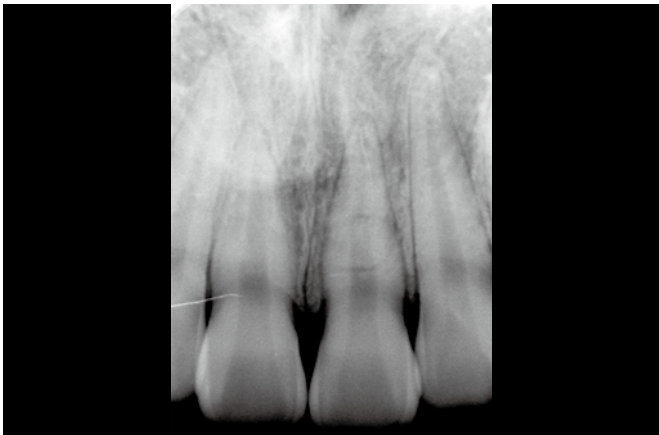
術前のデンタルX線所見。1 に歯根破折が認められる。
